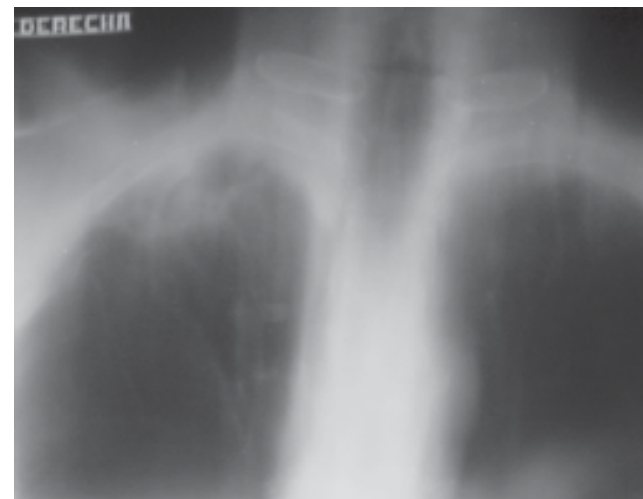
Tomografía lineal del tórax. Se observan cavitaciones en el vértice derecho con masa en su interior. Aspergiloma.
